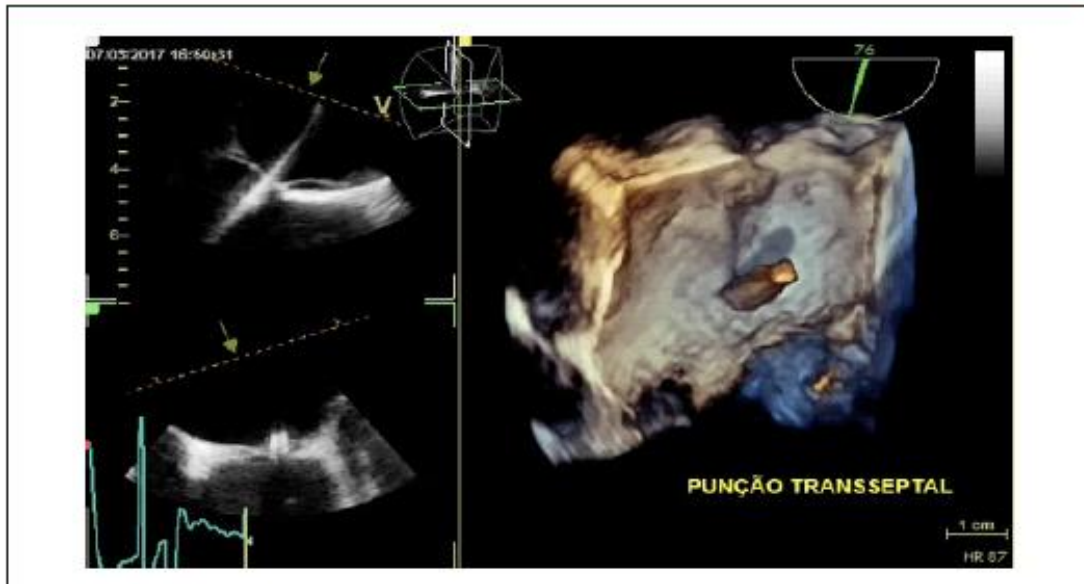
Punção transseptal guiada pelo ecocardiograma transesofágico 3D.
